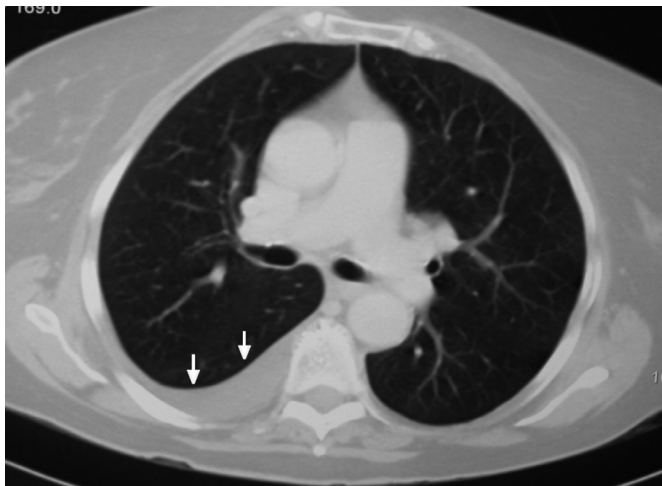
Corte de la tomografía computarizada realizada a las 48 horas del ingreso de la paciente en el que puede apreciarse el derrame pleural derecho.
